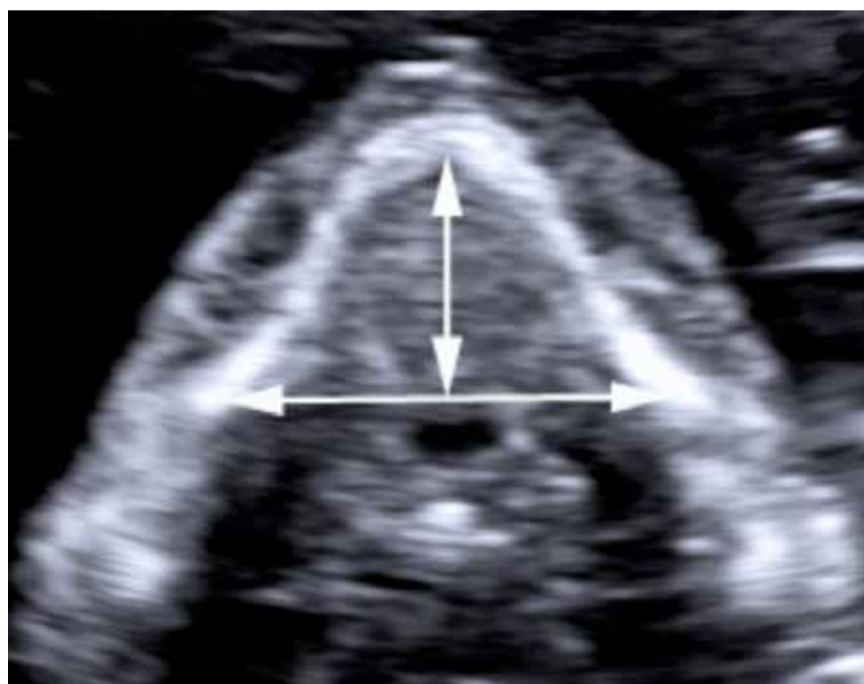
Ecografia 2D della mandibola fetale normale. Misurazione del diametro trasverso ed antero-posteriore della mandibola alla 16ª settimana. Queste misurazioni sono utili per la diagnosi di micrognatia.
